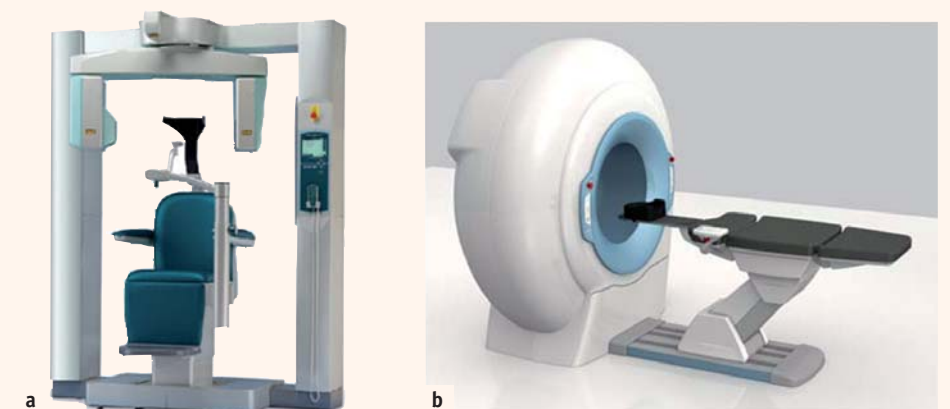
Appareils cone beam : a. Morita Accuitomo assis b. Newtom 5G couché.
